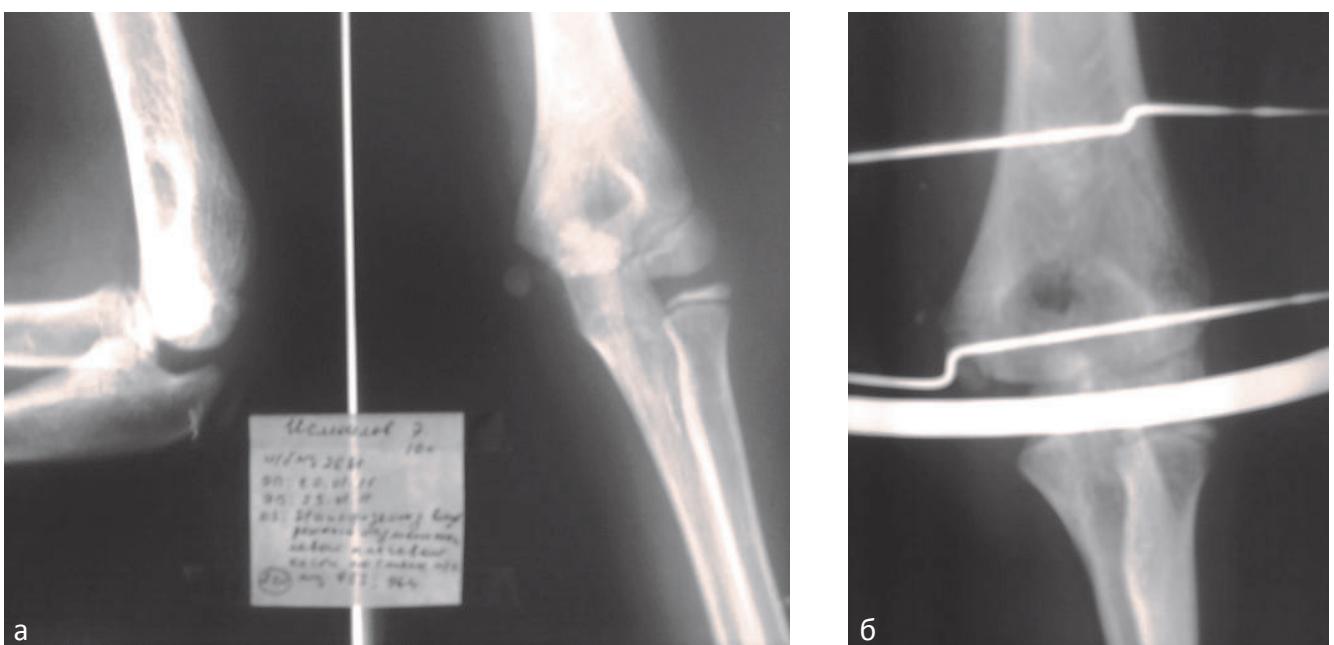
Рентгенограмма левого локтевого до (а) и после (б) операции.
